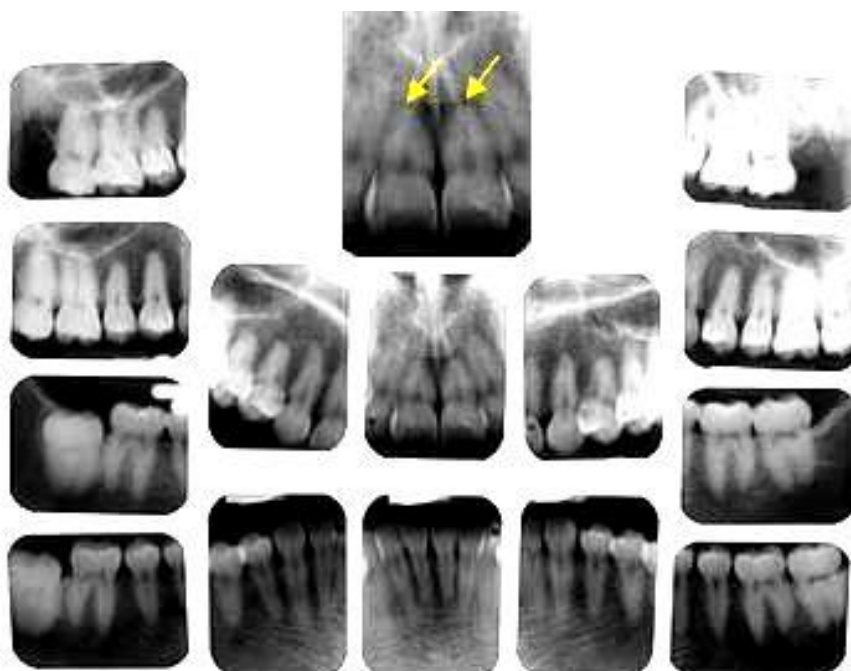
Arredondamento apical mostrado nas radiografias periapicais de acompanhamento. Destaque para os incisivos centrais superiores.
